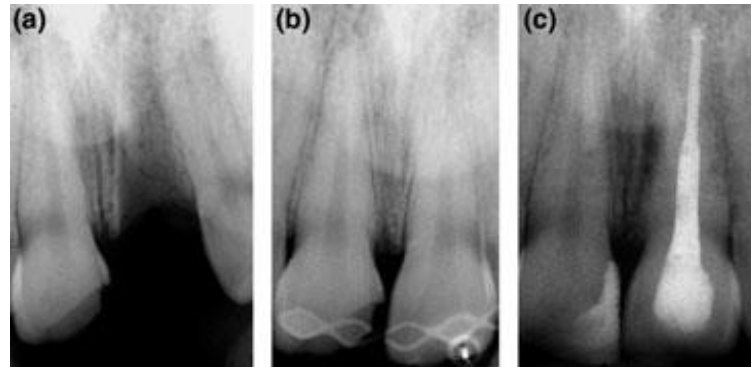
(A) Radiografía periapical que muestra avulsión dental. (B) Reimplantación y ferulización de diente con raíz completamente desarrollada. (C) Radiografía a un año donde se muestra ya el tx. de conductos realizado.
